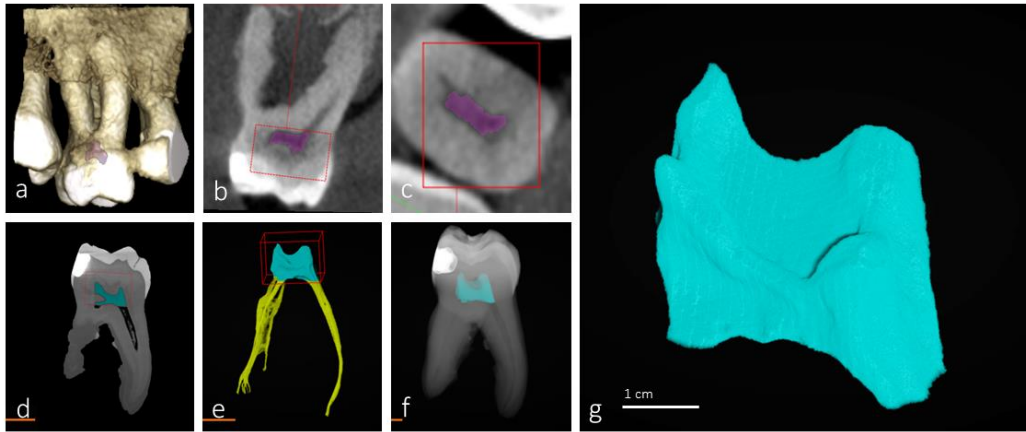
Imágenes CB-CT y micro-CT del molar identificado como muestra 4. Reconstrucción CB-CT (a,b) e imágenes sagitales (c) y axiales (d). Imágenes sagitales en micro-TC (e,f) y reconstrucciones pulpareas (g,h). i corresponde a h aislada y ampliada.
